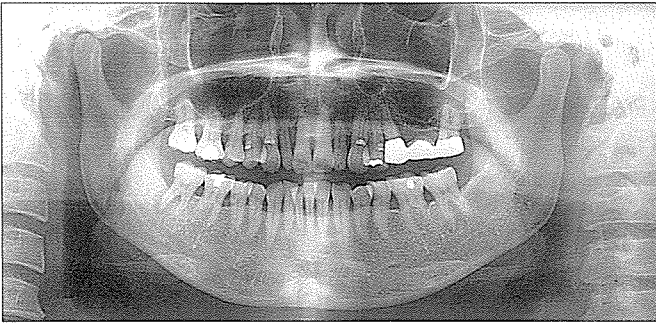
잔존 치근 제거후 촬영한 파노라마 사진으로 #37치아 후방부의 방사선 불투과도 소실상 및 #37치아 원심치근 후방의 골파괴상이 현저히 소실되었음을 보여줌.
